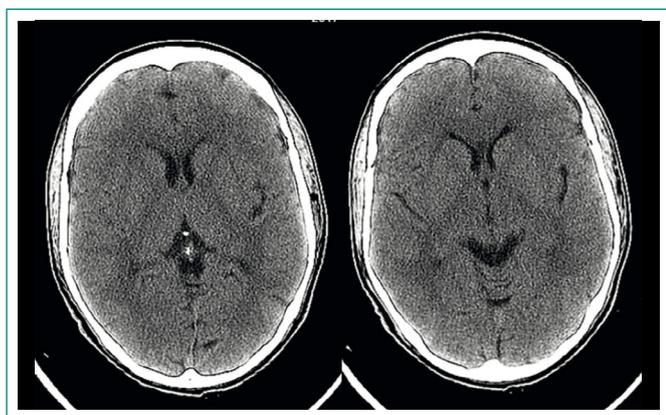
TC de cráneo simple. Sin hallazgos significativos
